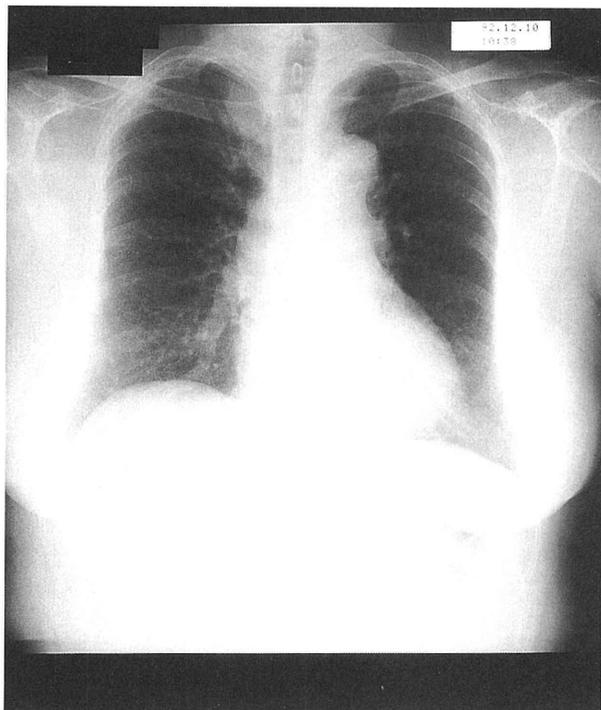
Chest X-ray taken in 1992 shows the right upper mediastinal mass. The descending aorta was buckled.
